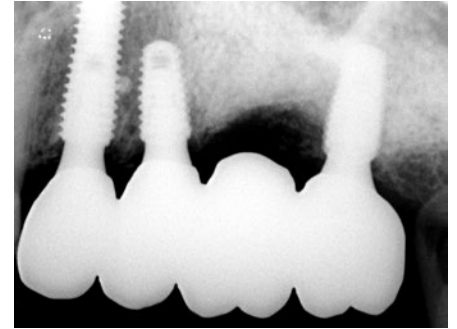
最終補綴物装着後3年のデンタルX線所見。骨縁レベルにも変化はなく、良好に経過している。
